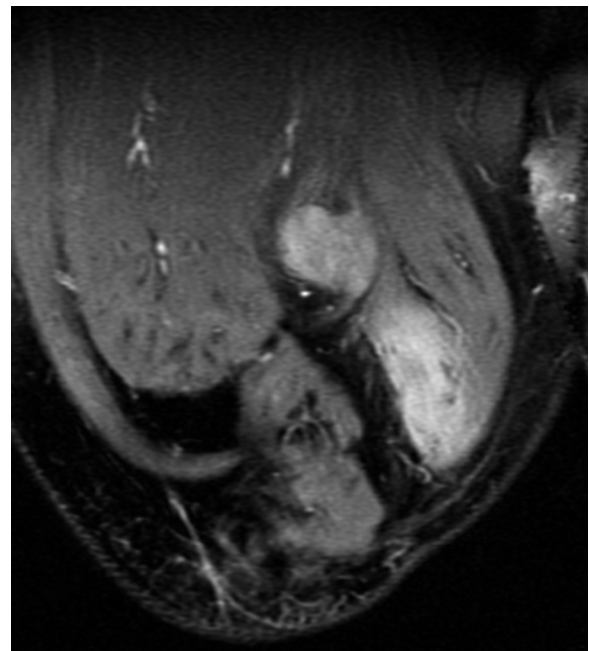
Imagen RMN de neuroma ciático terminal postamputación.
